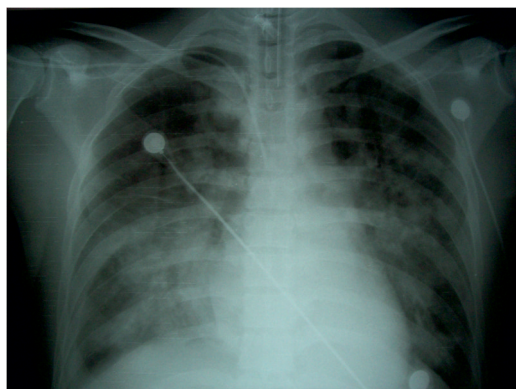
Radiografía del paciente durante su estancia en UCI.
